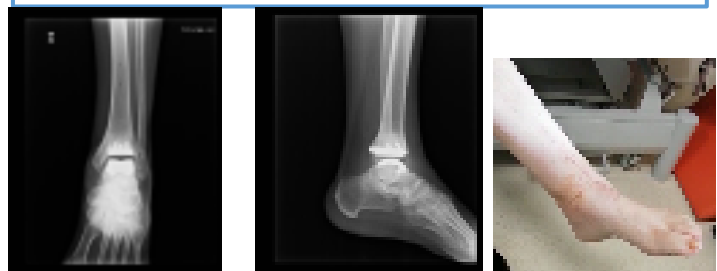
Radiografía anteroposterior y lateral de tobillo izquierdo donde se observa artroplastia total de tobillo izquierdo con corrección de deformidad previa. Se implantó, mediante un abordaje anterior, una prótesis de resurfacing modelo Infinity que consta de un componente talar de metal altamente pulido y un componente tibial de aleación de titanio con un polietileno de peso molecular ultraalto entre los mismos.
